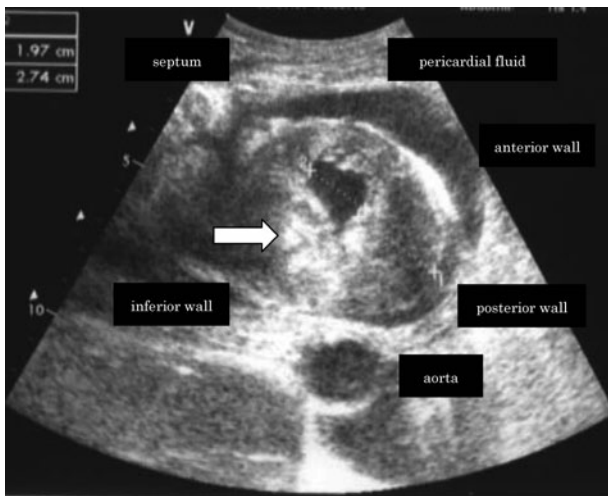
Echocardiography shows abnormal myocardial shadows in the inferior apex wall.
